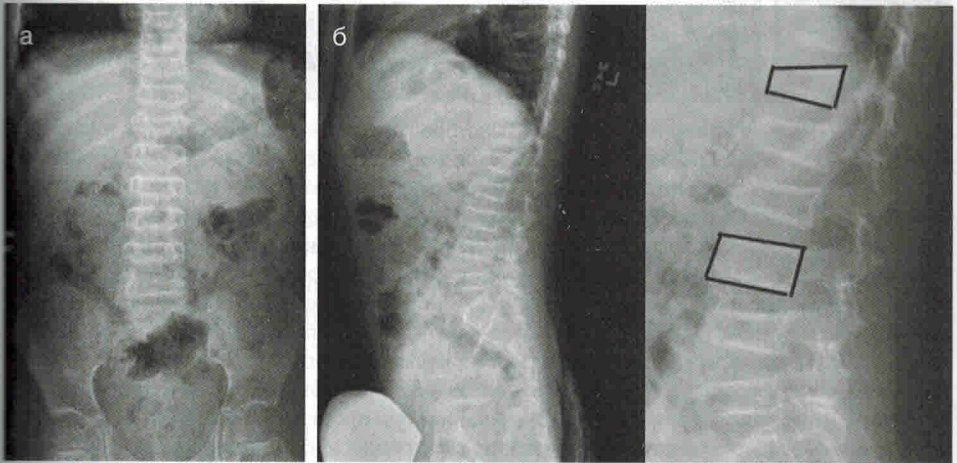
(а) Рентгеновские снимки в переднезадней и боковой проекциях позвоночника по всей длине. (б) При более близком осмотре обнаруживаются компрессионные переломы на нескольких уровнях, включая грудной и поясничный отделы позвоночника. Наиболее выраженное снижение высоты позвонков отмечается на уровне Th₁₁, L₄ и L₅. Обратите внимание на смещение позвонков кпереди и снижение их высоты по сравнению с соседними нормальными позвонками. [Публикуется с согласия Тересы Чанман (Teresa Chapman, MD, Seattle Children's Hospital, Seattle, Washington)]
